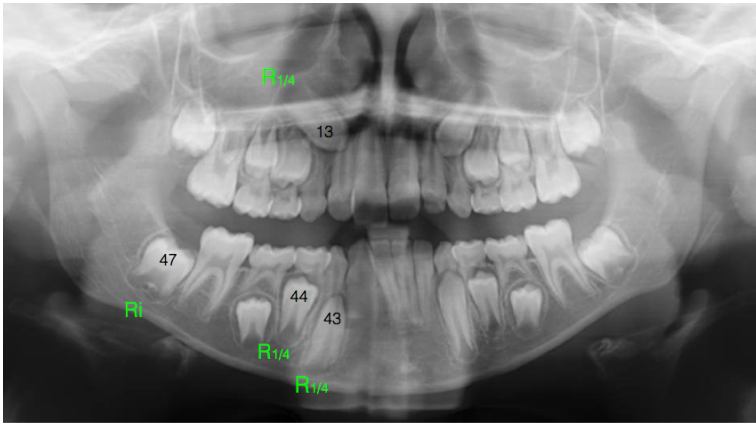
Representación en una radiografía panorámica de muestra de la clasificación del estado de desarrollo radicular de los dientes 13, 47, 44 y 43 en los pacientes mayores de 9,5 años.
